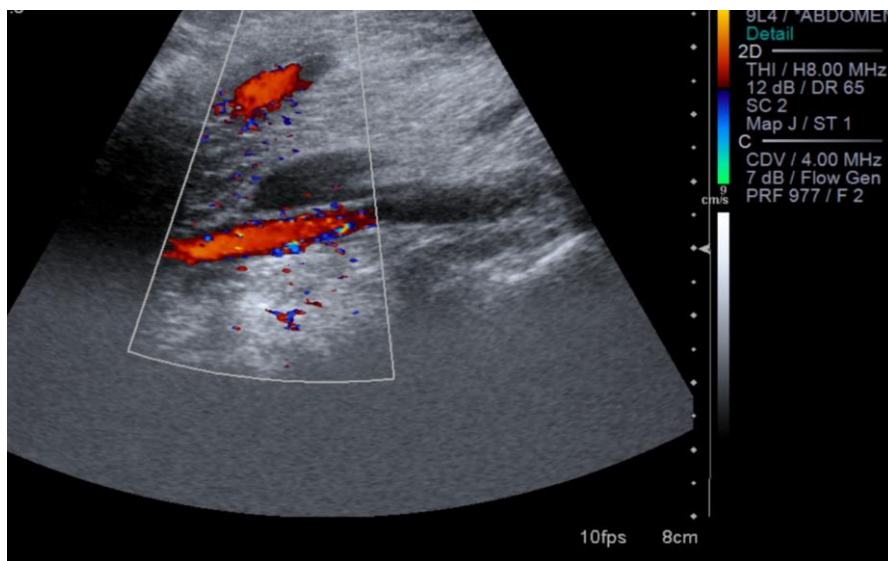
Kazuistika 1, USG pravého třísla z 9. 10. 2018
